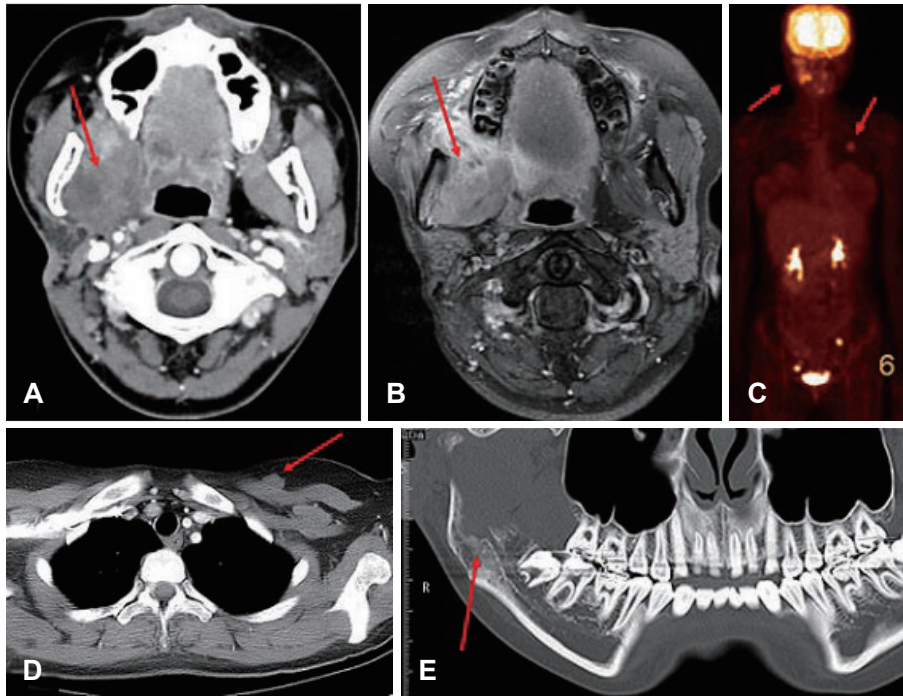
Neck CT & MRI shows the recurrent mass in right parapharyngeal space (arrow)(A and B). PET-CT shows the uptake in right parapharyngeal space and left chest wall (arrows)(C). Chest CT shows the nodular mass in left chest wall (arrow)(D). Dental CT shows the right mandibular invasion of the mass (arrow)(E).
